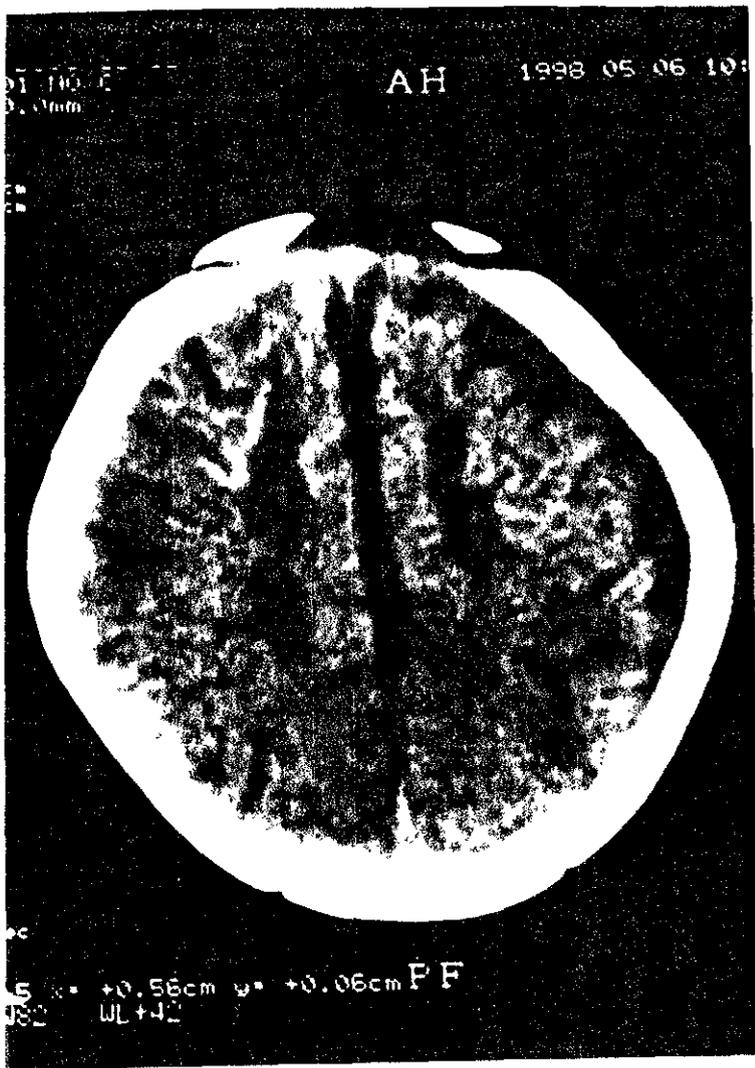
imagen de tomografía con corte hacia la convexidad observándose atrofia cortico subcortical frontal izquierda además de giros hiperdensos.
